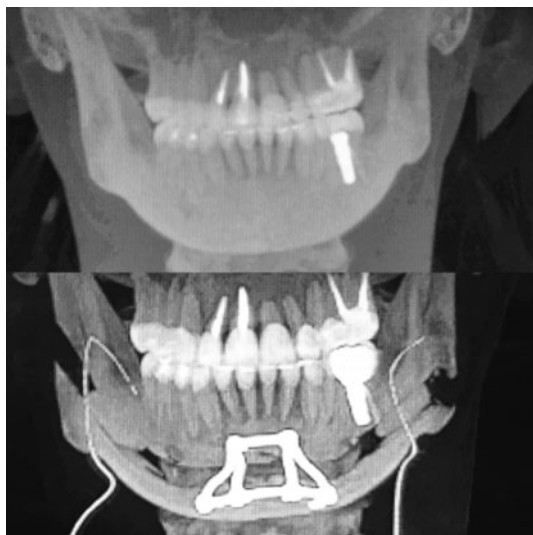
Компьютерная томограмма: вид спереди до (сверху) и после (снизу) операции: латерализация и низведение углов нижней челюсти.
